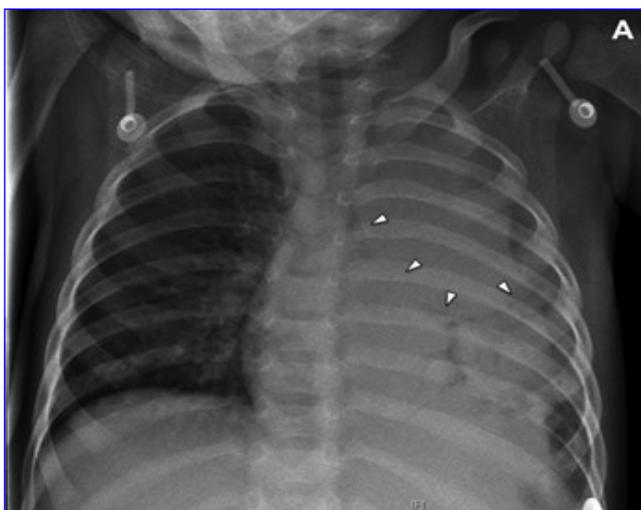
Radiographie thoracique de face montrant une opacité de tout le champs pulmonaire gauche avec une image de masse à concavité supérieure (petite flèche).
